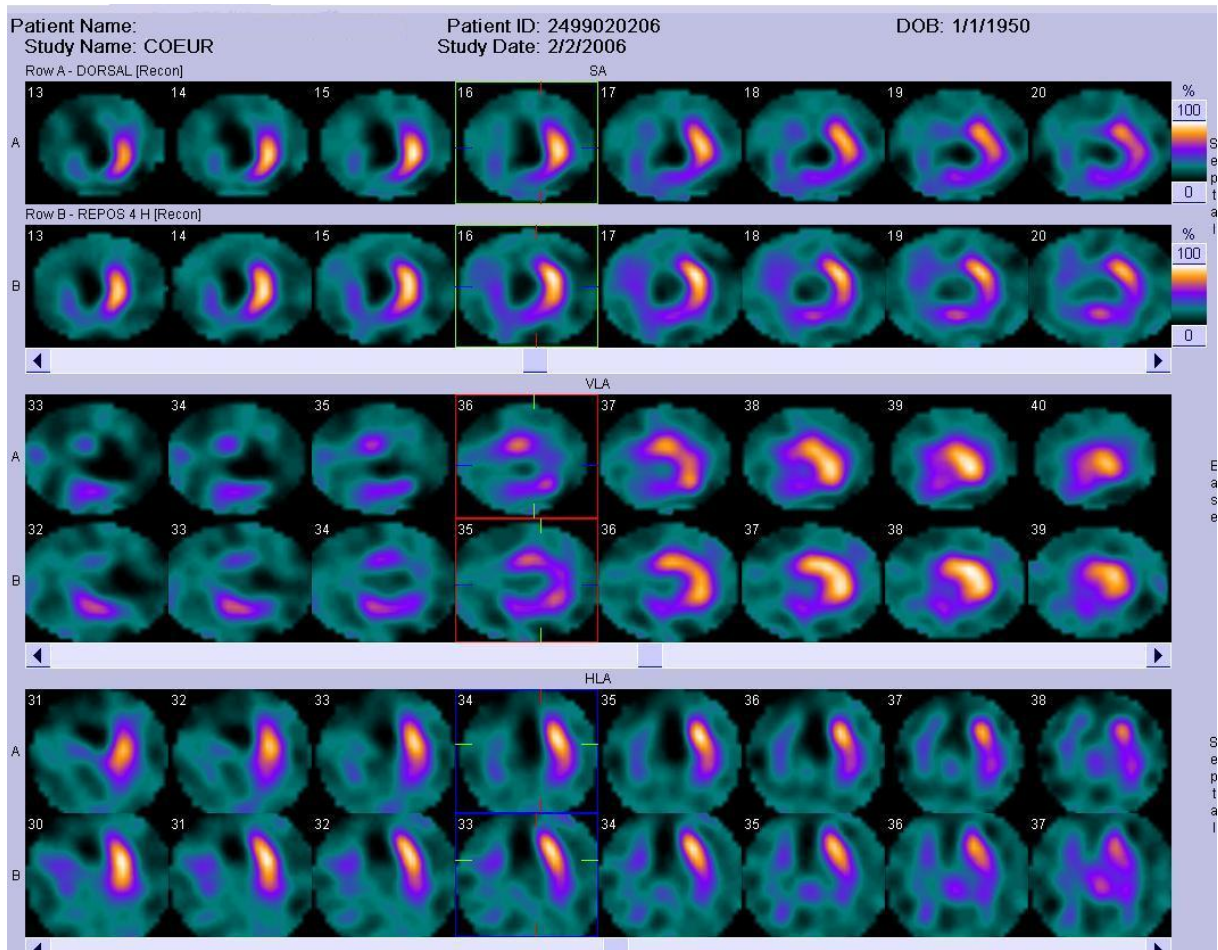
Patient âgé de 54 ans, qui présente une myocardopathie ischémique avec occlusion de l'IVA. La FEVG est estimée à 30 %. Une tomoscintigraphie au repos, après injection de 2.5 mCi, a été réalisée pour l'étude de la viabilité. Les images précoces retrouvent un ventricule gauche très dilaté avec amputation de l'apex dans les trois dimensions. Absence de captation au niveau de la paroi antérieure, septale et inférieure. Aspect en faveur d'un infarctus antéro-apical étendu sans signe de viabilité scintigraphiquement décelable
